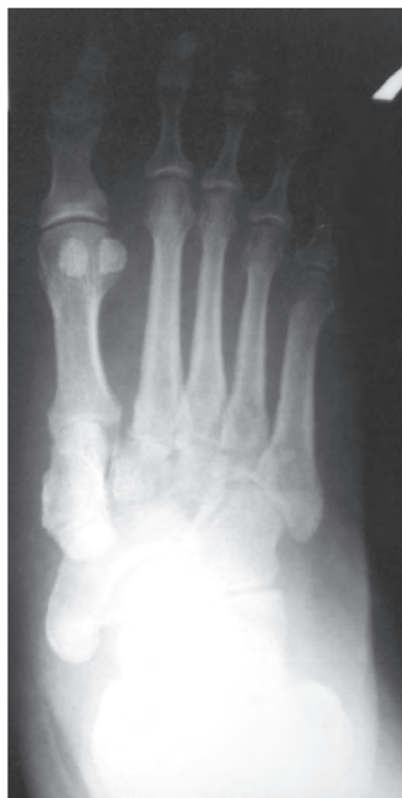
Рентгенограмма левой стопы больной П. (14.07.2011), прямая проекция. Остеолизис, остеопения костей предплюсны, переломы клиновидных костей, остеохондральная фрагментация оснований II и III плюсневых костей
